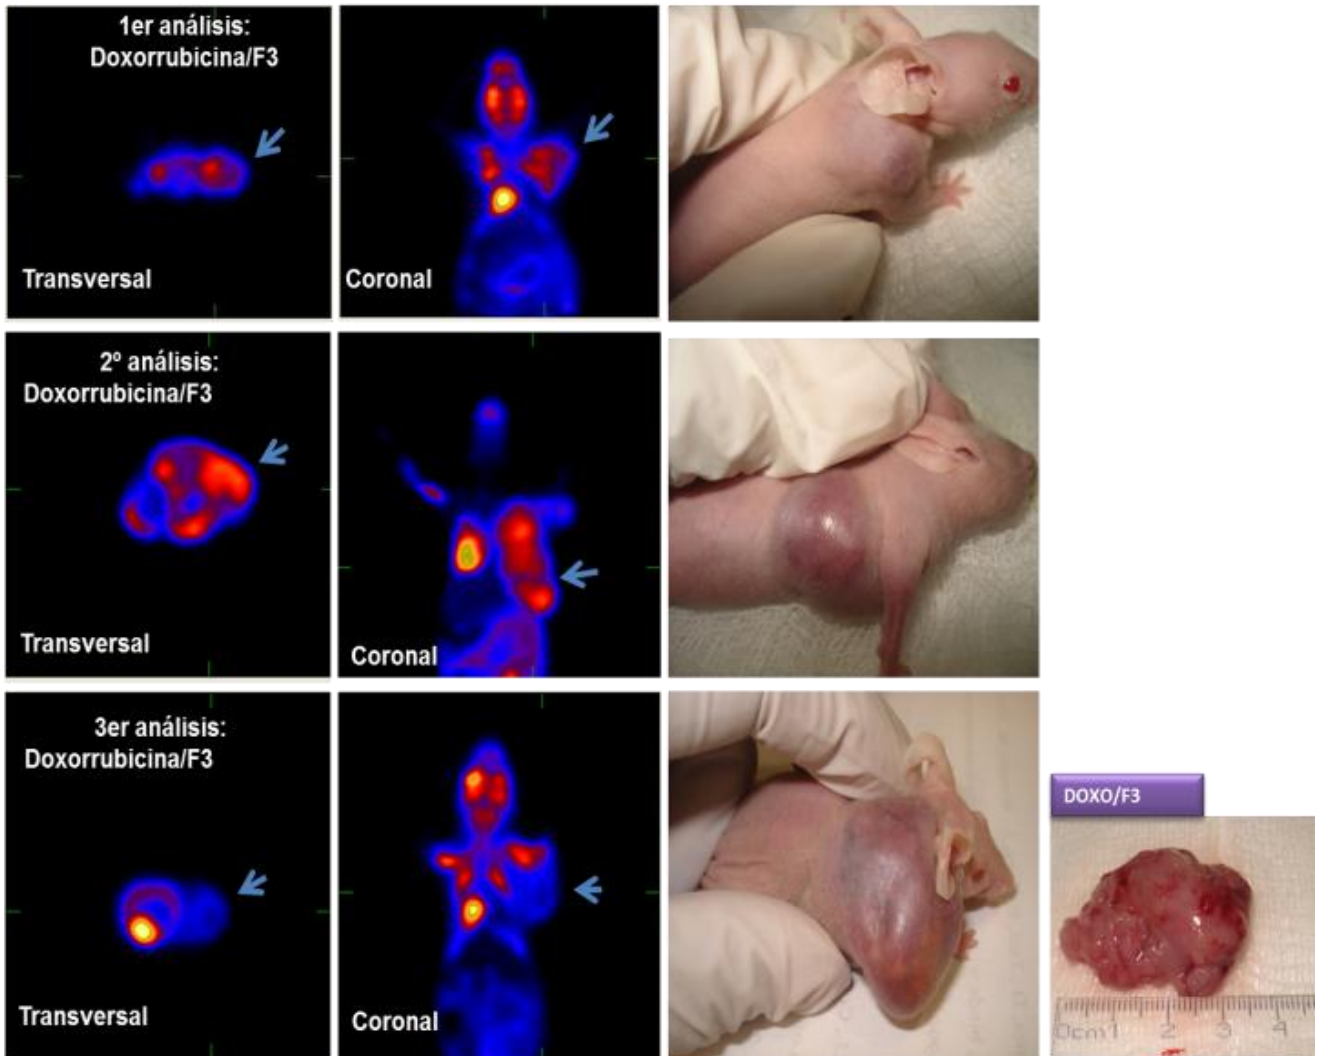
b. Muestra la evaluación del crecimiento tumoral de los grupos experimentales tratados con los fármacos en sinergia. Este análisis se llevó a cabo mediante microPET empleando el radionúclido ^{18}F FDG. El seguimiento de la enfermedad se evaluó mediante 3 análisis (basal, 7 y 15 días). b) grupo Doxorubicina/F3 se observó disminución considerable con respecto a la masa tumoral a la mitad del tratamiento. A la derecha se muestran los animales que se utilizaron durante los 15 días del seguimiento de este análisis y la masa tumoral extraída al finalizar el estudio. Las flechas indican la zona de mayor captación de la ^{18}F FDG; la cual se biodistribuye en la zona de mayor demanda energética. Por su naturaleza fisiológica, en los órganos corazón y cerebro se observa mayor captación del radionúclido; en la vejiga se observa captación debido a que la ^{18}F FDG es excretada a través de la orina.
